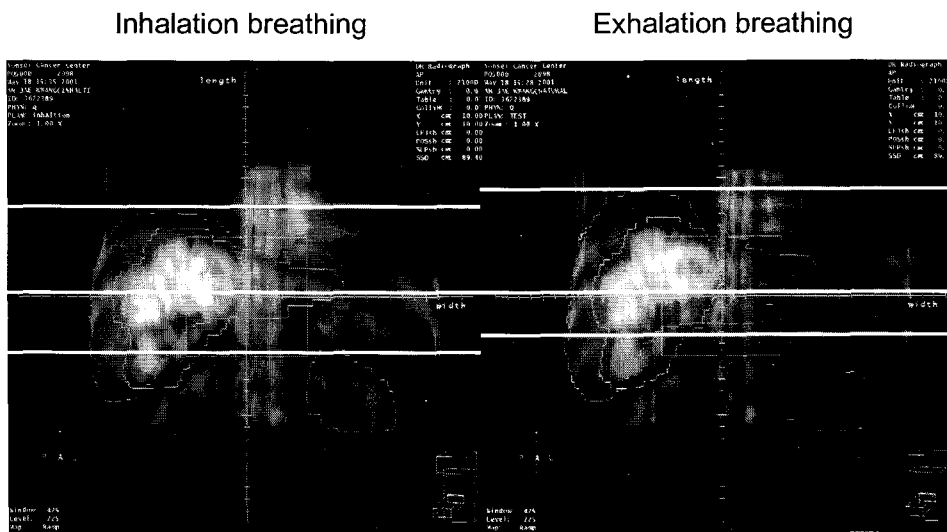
Liver tumor and each kidneys at the inhale and exhale phases projected onto the digitally reconstructed radiographs (DRR). Right view : exhale breath hold CT data, Left view : inhale breath hold CT data.
